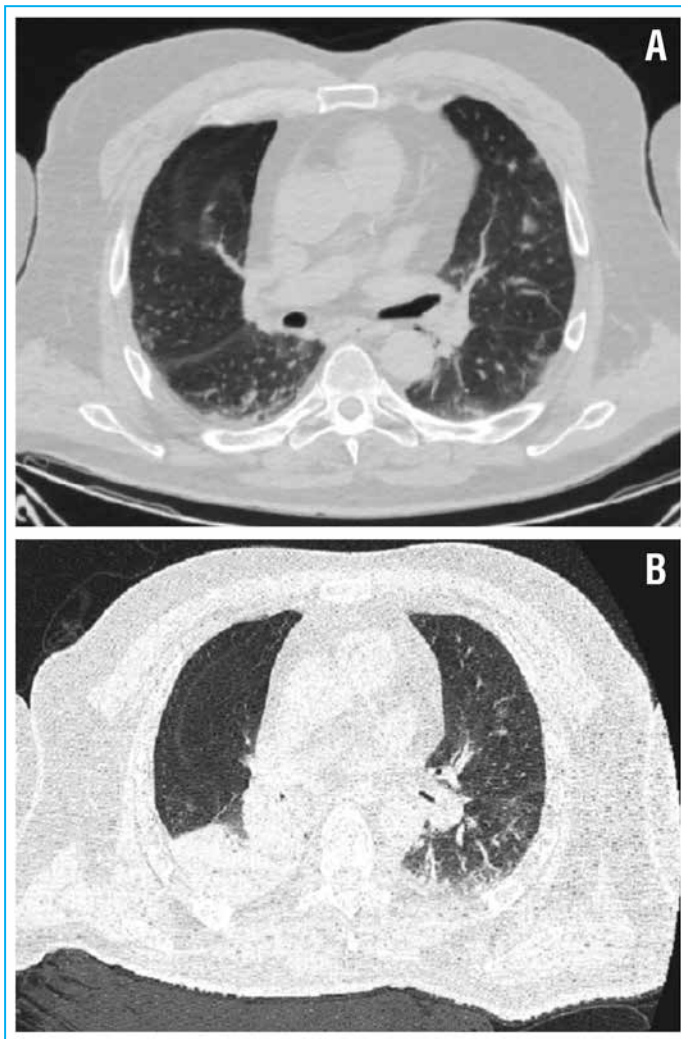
Данные КТ органов грудной клетки пациента 58 лет (наблюдение № 2) исходно (10-й день COVID-19; А) и в динамике (18-й день COVID-19; В)
